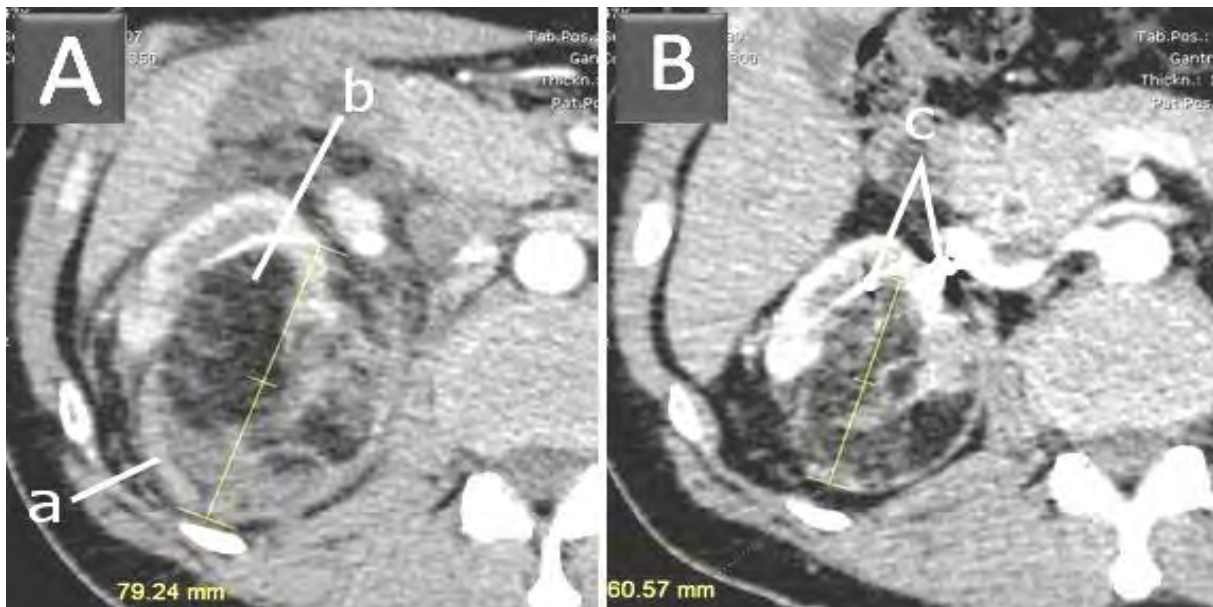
Comparaison de la taille de l'angiomyolipome embolisée par du Curaspon et un Coïl (c). A: TDM réalisée aux urgences montrant l'hématome périrénal (a), la composante graisseuse (b) de l'angiomyolipome. B : TDM réalisée 3 mois après, montrant la réduction de la taille tumorale de 79 à 60 mm en coupe axiale.
